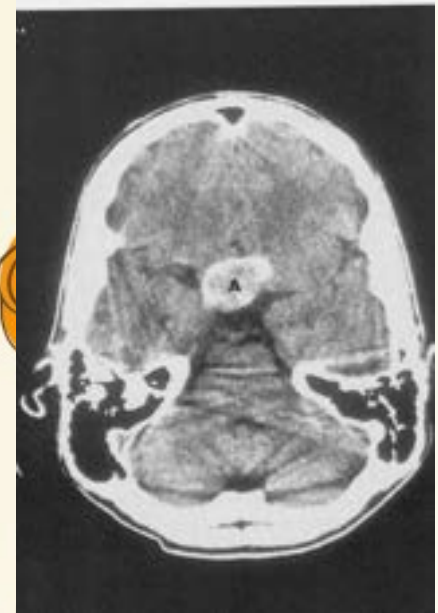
CT examination in a patient with craniopharyngioma showing a calcified lesion (arrow) which was not visible on plain film.
